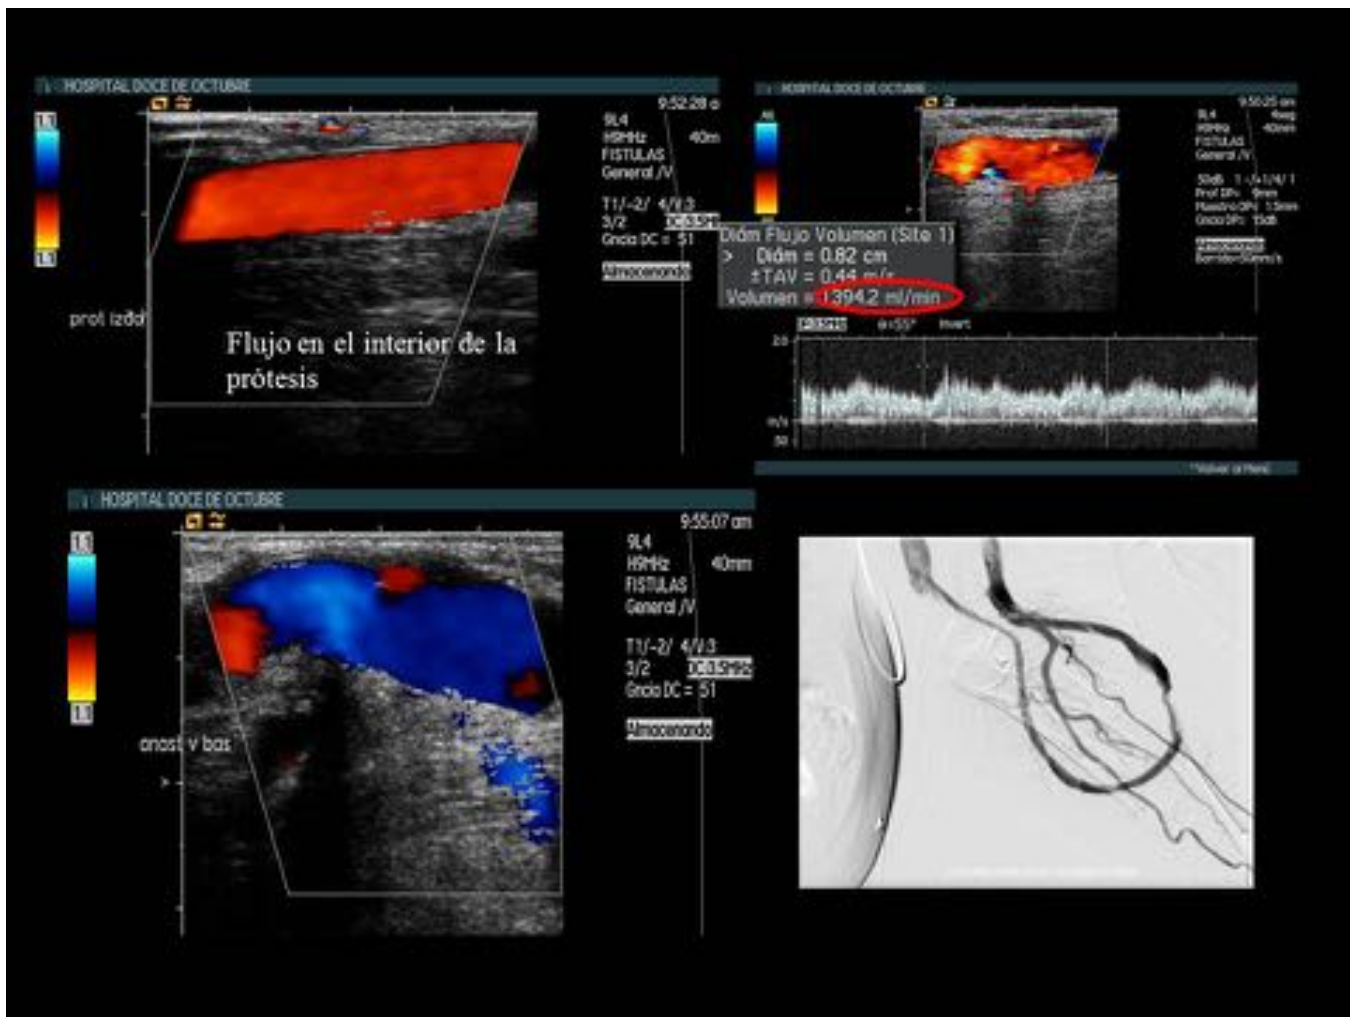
Trombosis del injerto. Control post-trombectomía con Angiojet de trombosis del injerto. La ecografía Doppler de control confirma la amplia permeabilidad de la fistula, con un volumen de flujo de hasta 1400 ml/min (imágenes superiores) y la corrección de la estenosis en la anastomosis venosa (imagen inferior izquierda). Fistulografía de control post-trombectomía (imagen inferior derecha).
